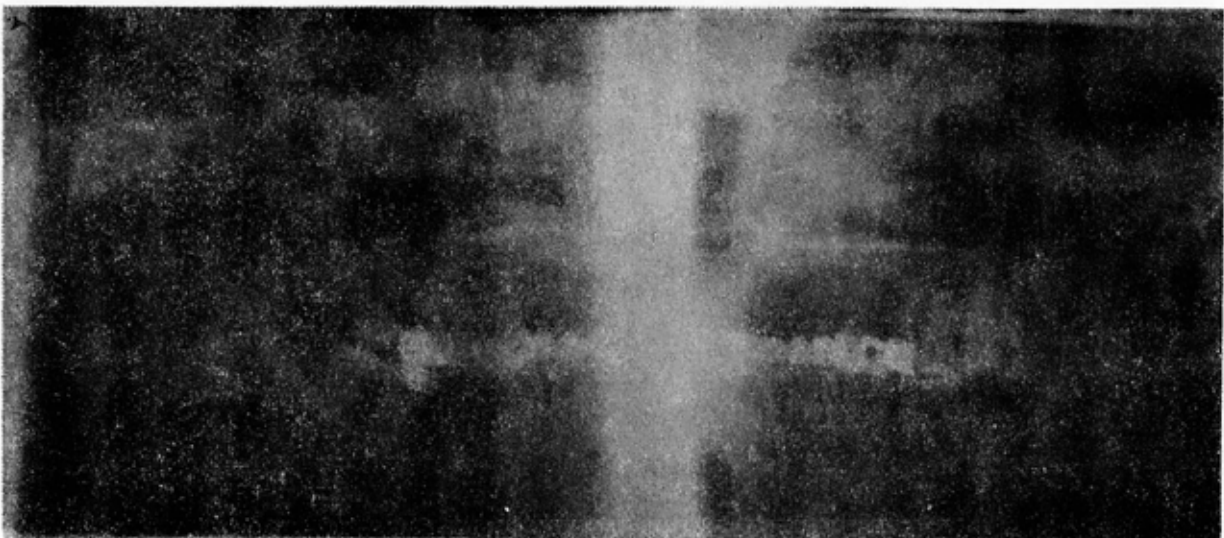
La radiografía tipo panorámica, permite visualizar con claridad la zona de los terceros molares y la rama ascendente de la mandíbula así como del maxilar superior.
